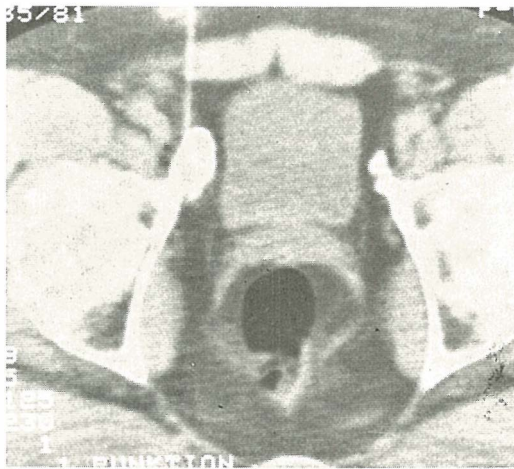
CT-gezielte Biopsie. Vergrößerter, nach Lymphographie kontrastierter Lymphknoten ilial extern ohne Zeichen der Strukturveränderung. Zustand nach supraklavikulär bestrahltem M. Brill-Symmers vor 10 Jahren. Zytologie: Lymphoblastisches Lymphom
